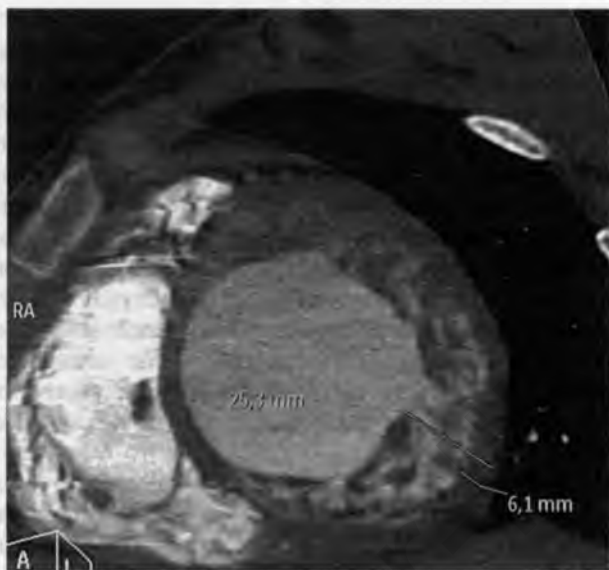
Компьютерная томография с введением омнимака. Общая толщина миокарда — 25,3 мм, толщина компактного слоя — 6,1 мм, RA — правое предсердие
